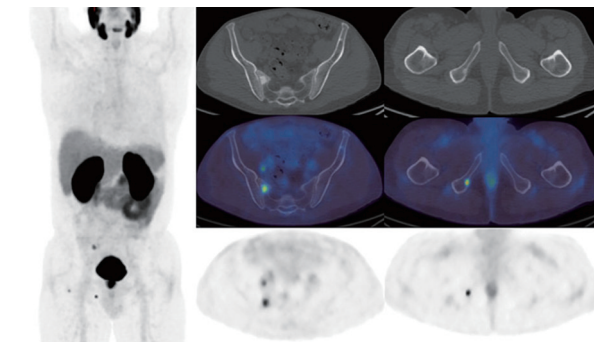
前列腺癌患者 (初诊 Gleason 评分 4+5 分; 前列腺特异抗原: 20.8 μg/L) ⁶⁸Ga-前列腺特异膜抗原 (PSMA) PET/CT 显像图。最大密度投影 (左)、骨盆横断面 CT (右上)、PET/CT (右中)、PET (右下) 示前列腺放射性摄取增高, 右侧骶骨和右侧坐骨可见与硬化性病灶相对应的区域放射性摄取增高, 最大密度投影右髌部可见骨病变, 横断面 PET 和 PET/CT 图像可见盆腔右侧淋巴结摄取
